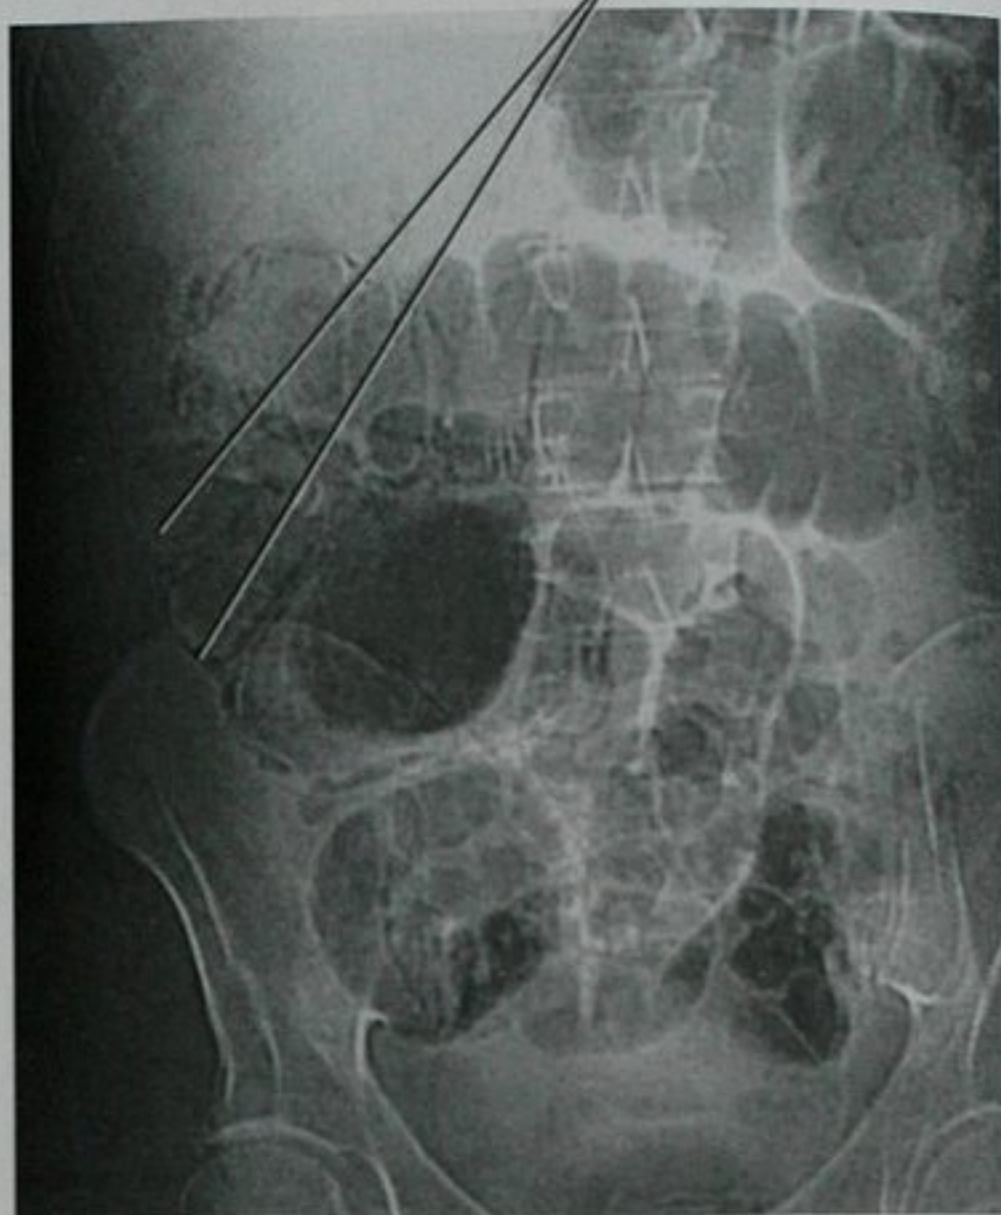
仰卧前后位腹部平片显示右侧结肠肠壁积气
